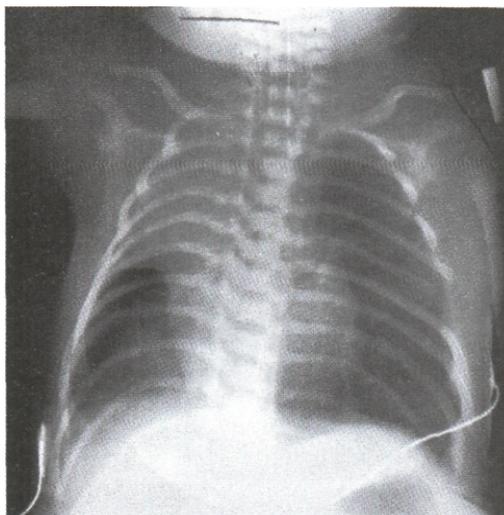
Рентгенография. Ателектаз верхней доли правого лёгкого у ребёнка с АП
